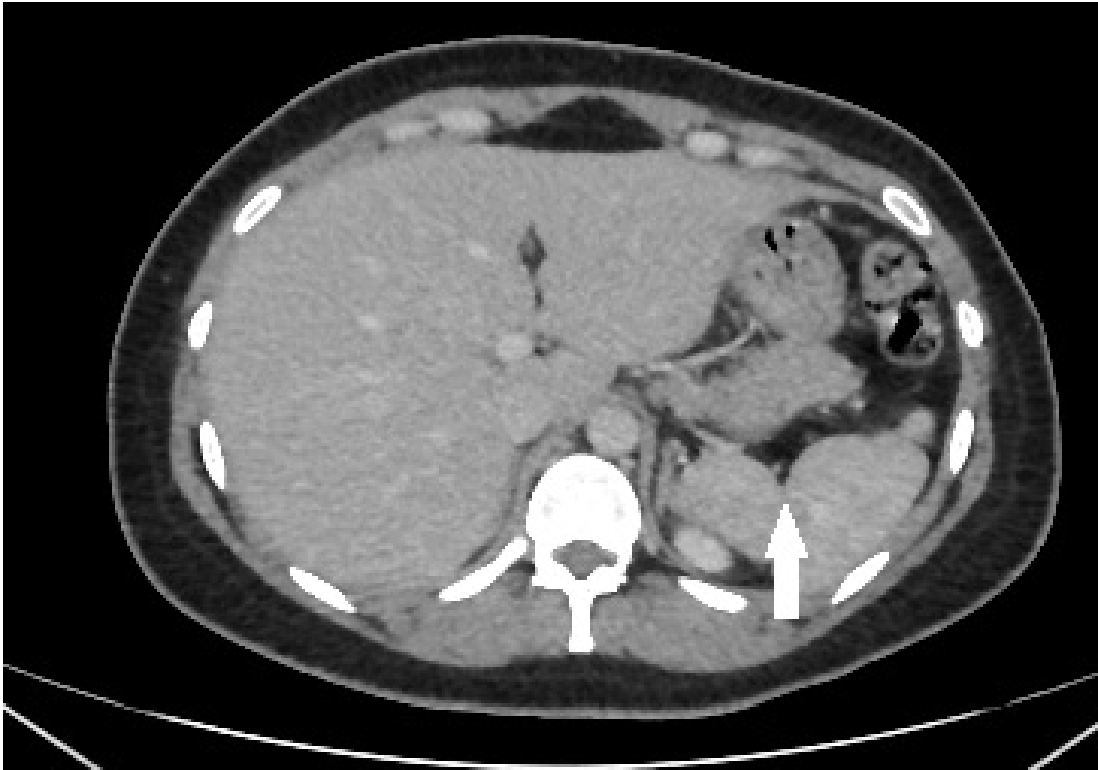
TDM abdominale dans le plan axiale avec injection de PCI au temps portal montrant une encoche splénique (flèche blanche)
